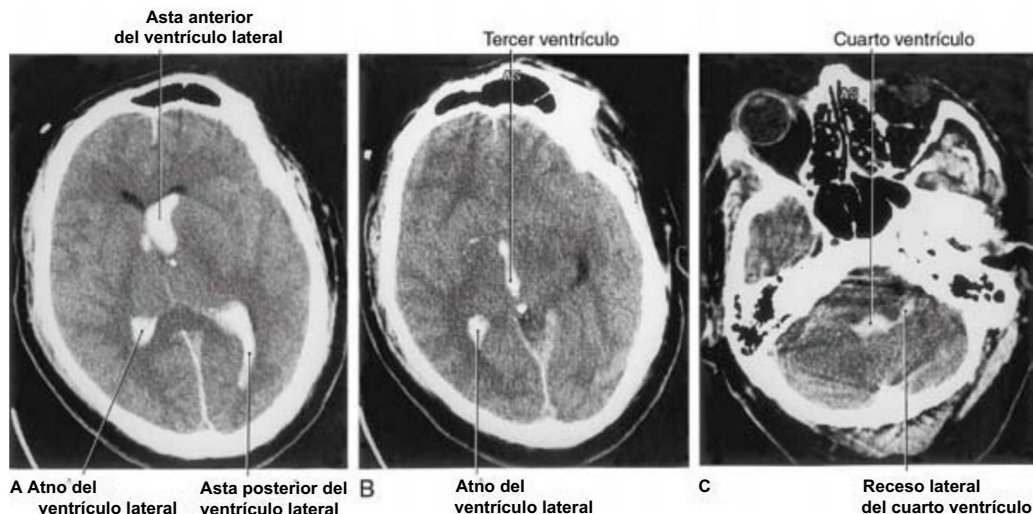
Imágenes de TC que muestran ejemplos de sangre en diversas partes de los ventrículos laterales (A, B), tercero (B) y cuarto (C). La hemorragia aguda aparece blanca en la TC. Obsérvese que la sangre delimita claramente la forma característica de los espacios ventriculares.
